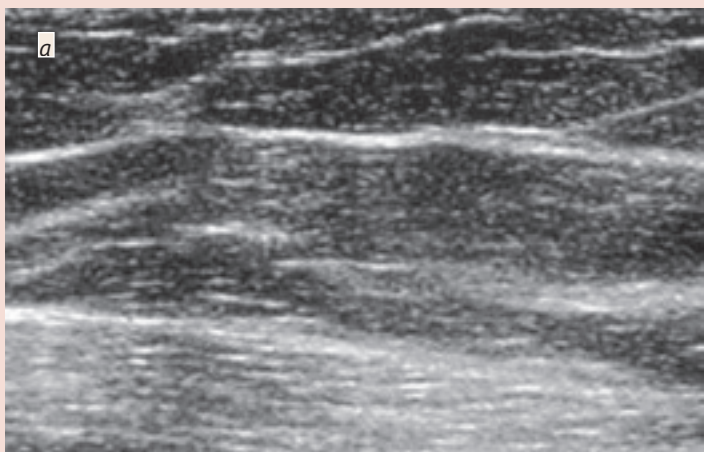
УЗИ-изображения МЖ; а – нормальная МЖ; б – опухоль в МЖ, злокачественность которой позже подтверждена результатом биопсии: пунктирными линиями показано распространение опухоли
